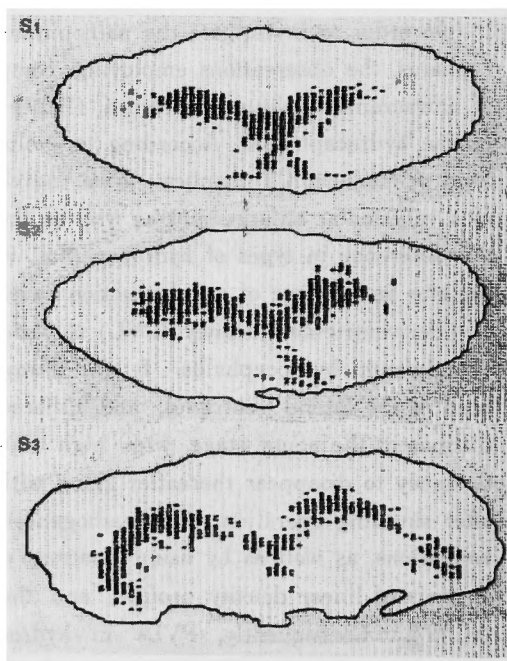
"Volume index" of ventricles. It was calculated from the ratio of CT numbers of CSF space (below 35: dark pixels) to all intracranial CT numbers (below 100: within the dark line) in the three slices (S1: first slice, S2: second slice, S3: third slice).
